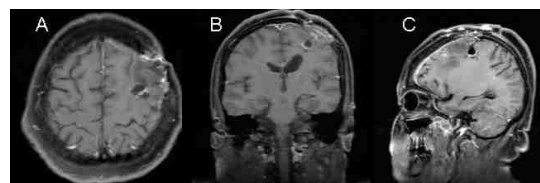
Resonancia magnética de cráneo postquirúrgica en secuencia T1W con gadolinio en cortes A. axial, B. coronal y C. sagital, donde se observan cambios postquirúrgicos y sin complicaciones.
